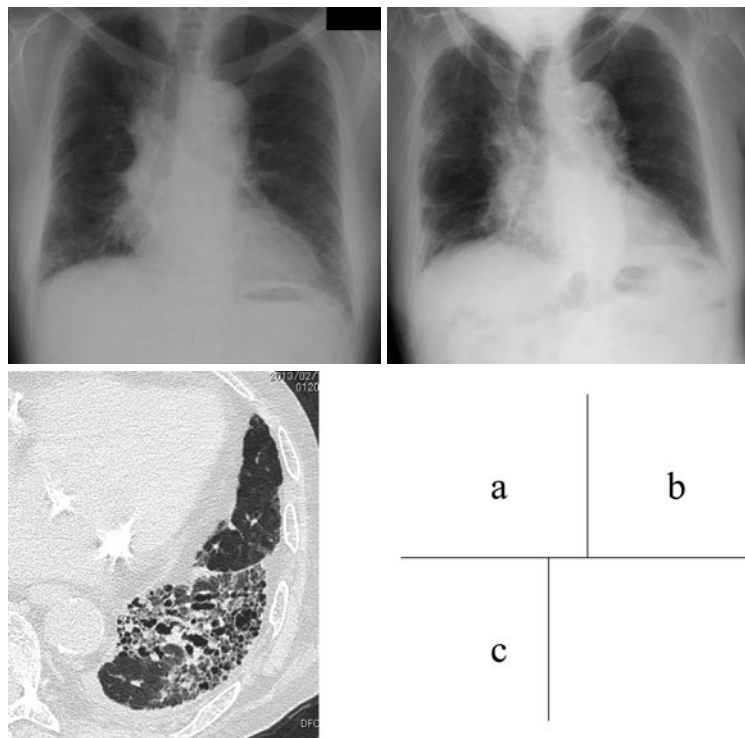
Chest imaging. (a) Chest X-ray performed in September 2009 showed reticular shadows and cystic changes in the bilateral lung fields. (b) A chest X-ray performed on admission in February 2013 showed an increase in reticular shadows and volume loss in the bilateral lung fields. (c) Chest computed tomography showed reticular shadows and cystic changes in the bilateral lung lobes.
